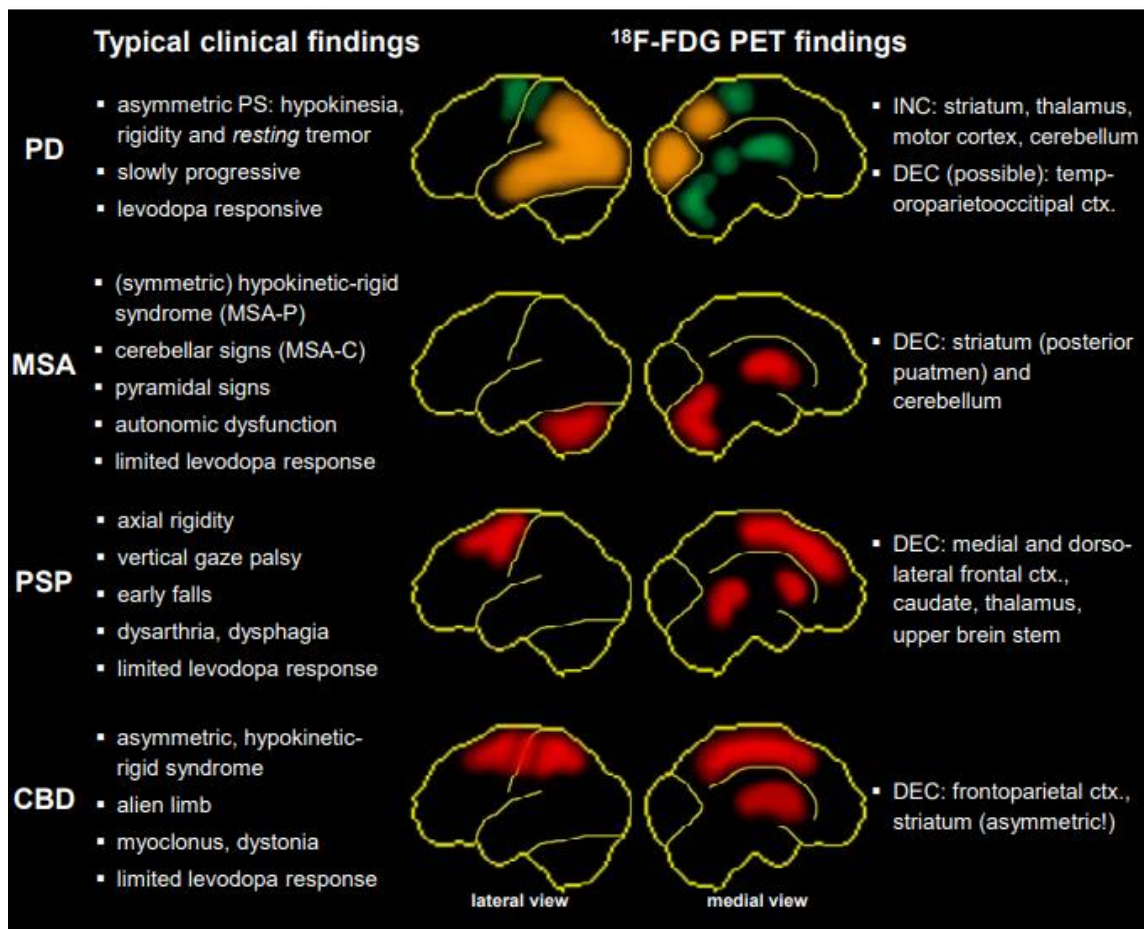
Atteintes montrées par la PET-FDG dans la maladie de parkinson et les syndromes parkinsoniens atypiques (121)
